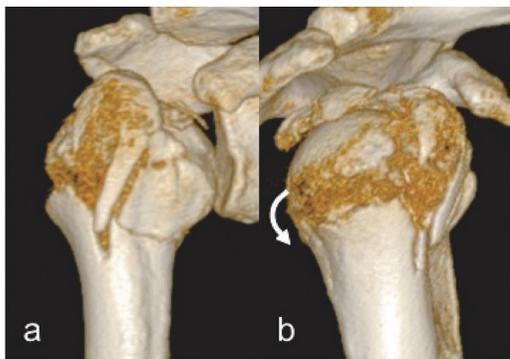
症例1, 受傷時CT (a: 正面から見た図, b: 外側から見た図)
